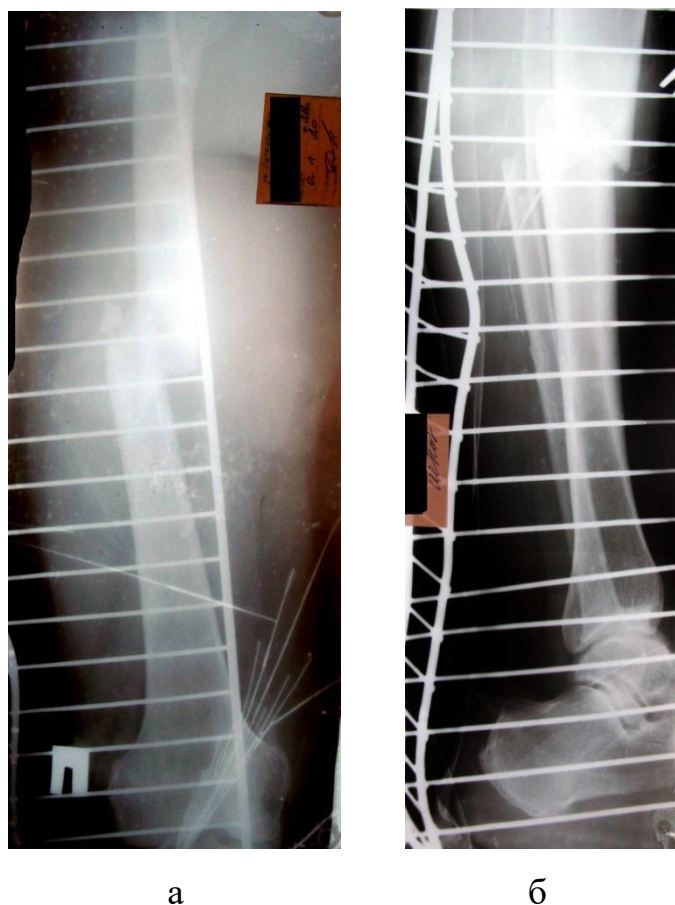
Рентгенограмма пациента Х-я 46 лет. История болезни № 8044.
